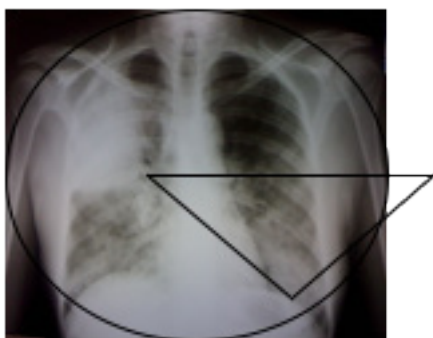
Radiografia de tórax (póstero-anterior) da paciente ERS, evidenciando infiltrado difuso bilateral com consolidação do lobo médio à direita.
